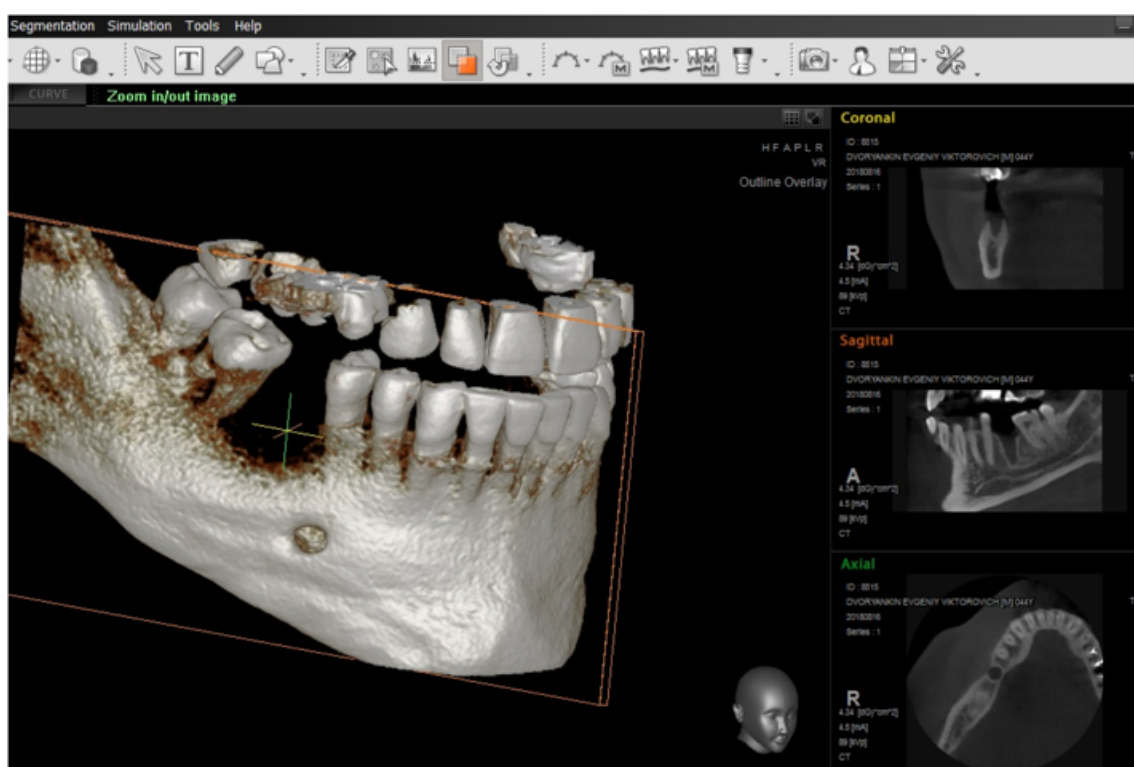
Конусно-лучевая компьютерная томография, выполненная на этапе планирования дентальной имплантации
